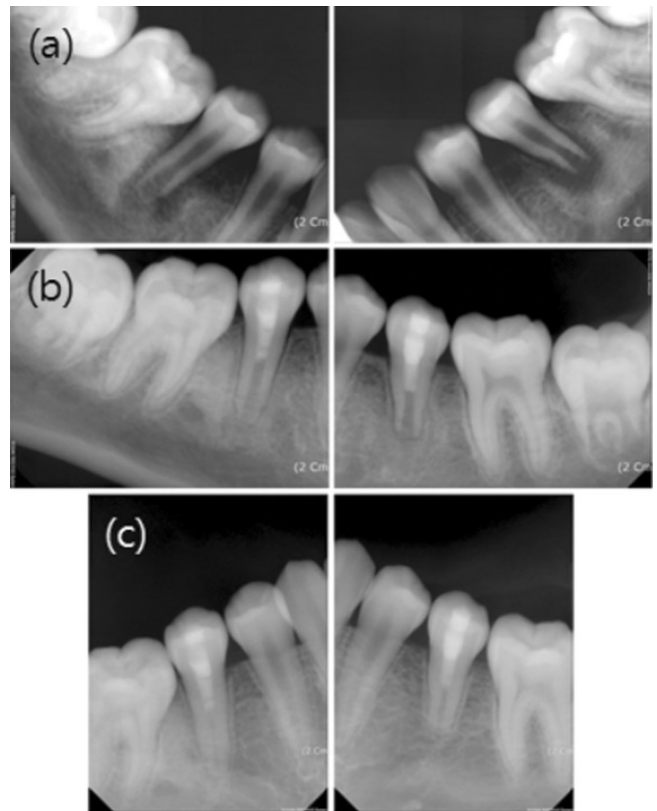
Radiographs of case 2. (a) Initial visit, (b) 3-month later, (c) 13-month later.
